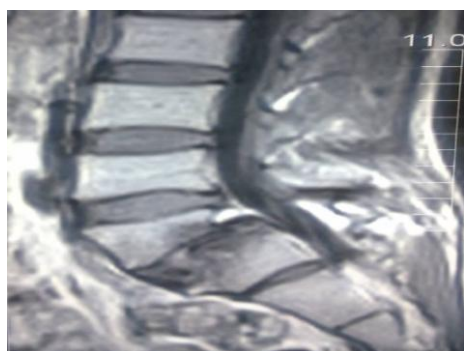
а) Рентгенограмма поясничного отдела позвоночника. Уменьшена высота диска L3-L4, что расценено как остеохондроз. б,в) Обнаружено отчётливое уменьшение высоты диска L3-L4, контактная деструкция в телах этих позвонков, выраженный их остеосклероз.
